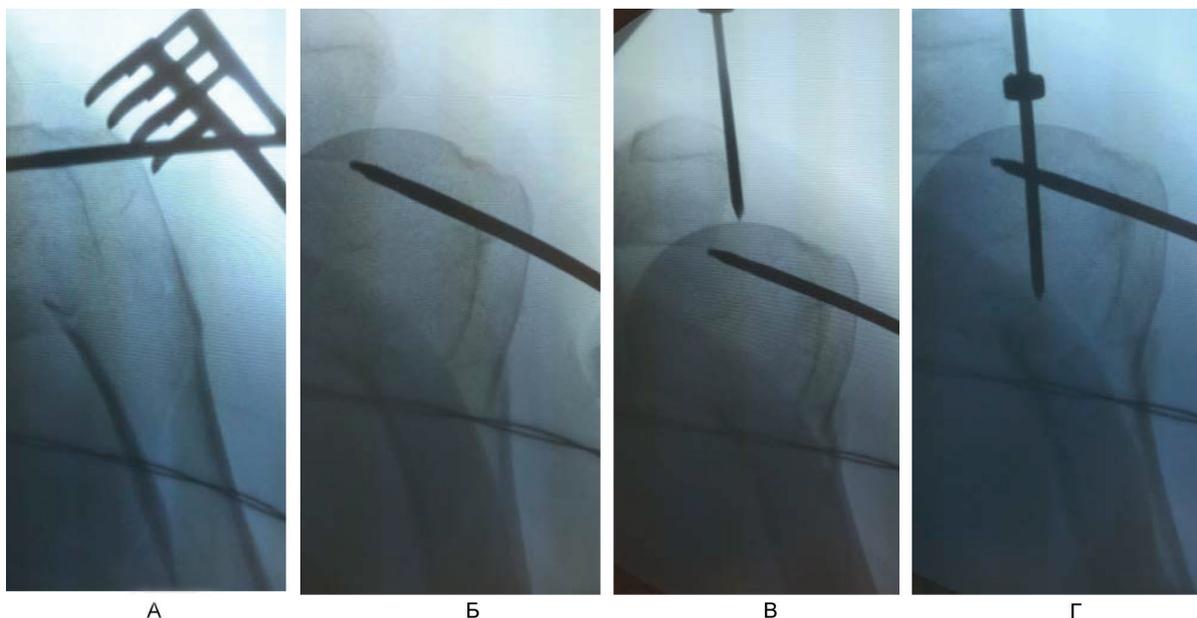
Непрямая репозиция под рентгенологическим контролем (ЭОП) с помощью спиц-джойстиков при переломах типа А и В по АО. А – установка толстой спицы-джойстика в проксимальный отломок; Б – репозиция варусного отклонения проксимального отломка; В – выбор точки для вскрытия интрамедуллярного канала плечевой кости под имплантат; Г – контроль положения направителя для вскрытия интрамедуллярного канала плечевой кости.
